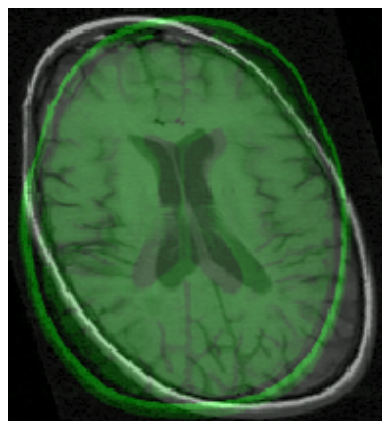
Ilustração de uma aplicação de um shear xy a uma imagem RM no plano axial [82].
